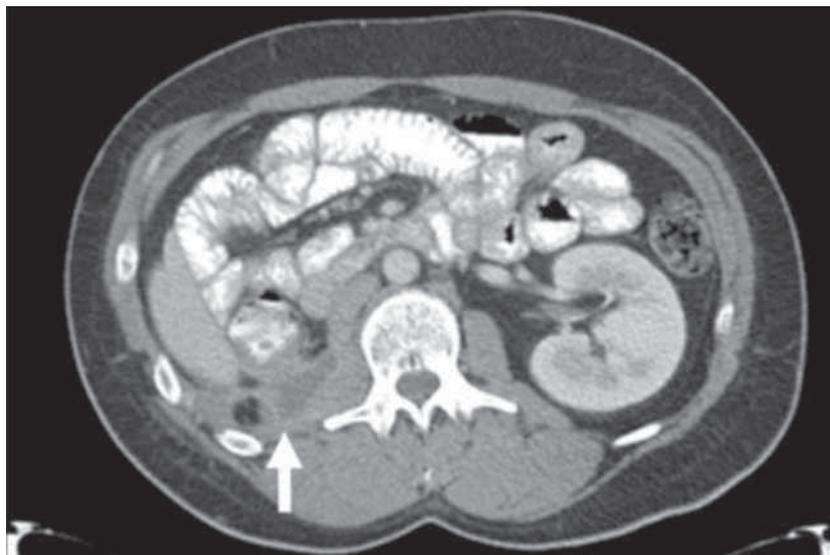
Corte axial de una TC abdominal en el que se observa una colección irregular en el retroperitoneo derecho, con el característico realce en anillo (flecha).
